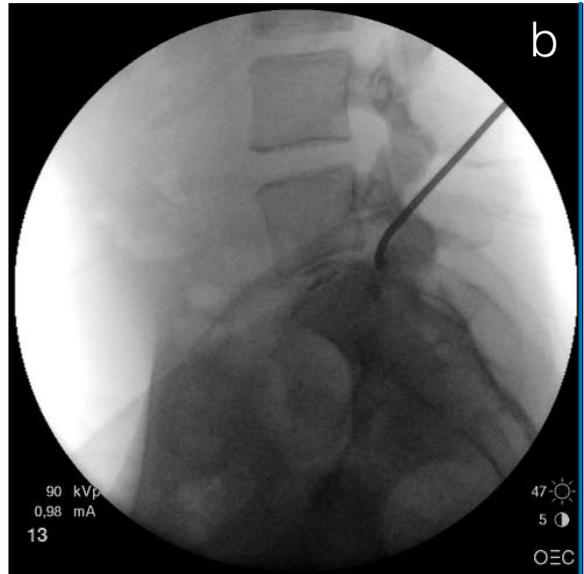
1c: Patient in Seitenlagerung auf einem röntgendurchlässigen Tisch. Der mobile Bildverstärker steht über der zu operierenden Etage bereit. Idealerweise sollte die Spitze des gebogenen Führungsstabes bei seitlicher Röntgenkontrolle dorsal der Bandscheibe (b), bei der a.p. Röntgenkontrolle bis zur Mitte des Spinalkanals vorgeschoben sein (c).
